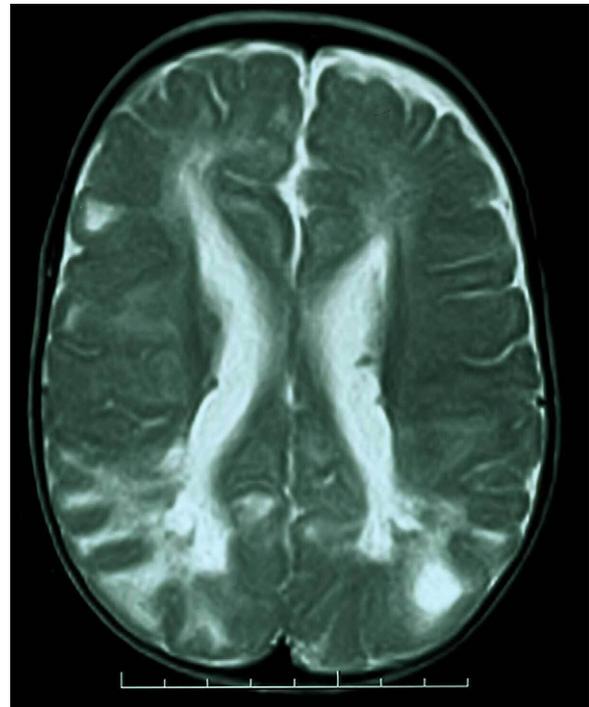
Resonancia magnética cerebral en T2 (proyección axial) en la que se aprecian túberes corticales y nódulos subependimarios.
